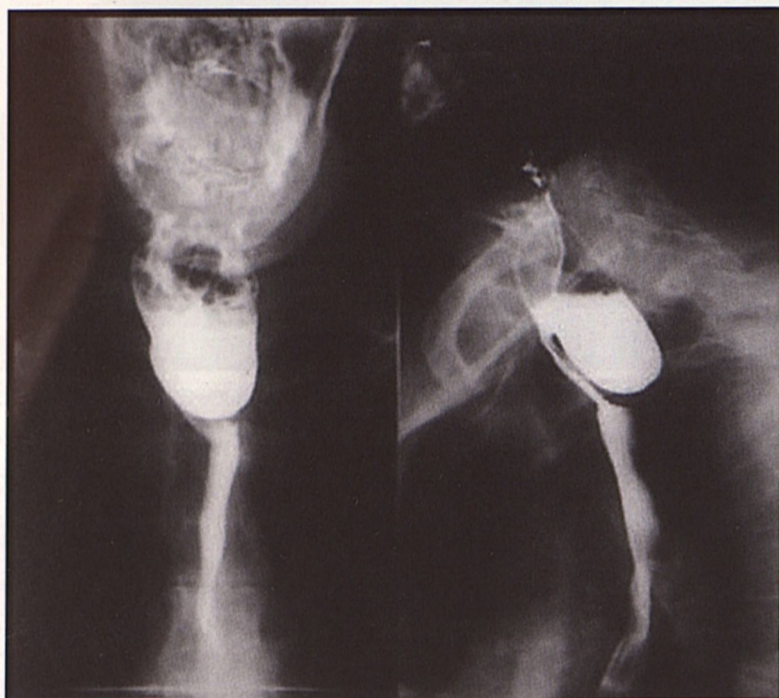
Рентгенограммы больного дивертикул Ценкера с умеренным сдавлением пищевода дивертикул.
